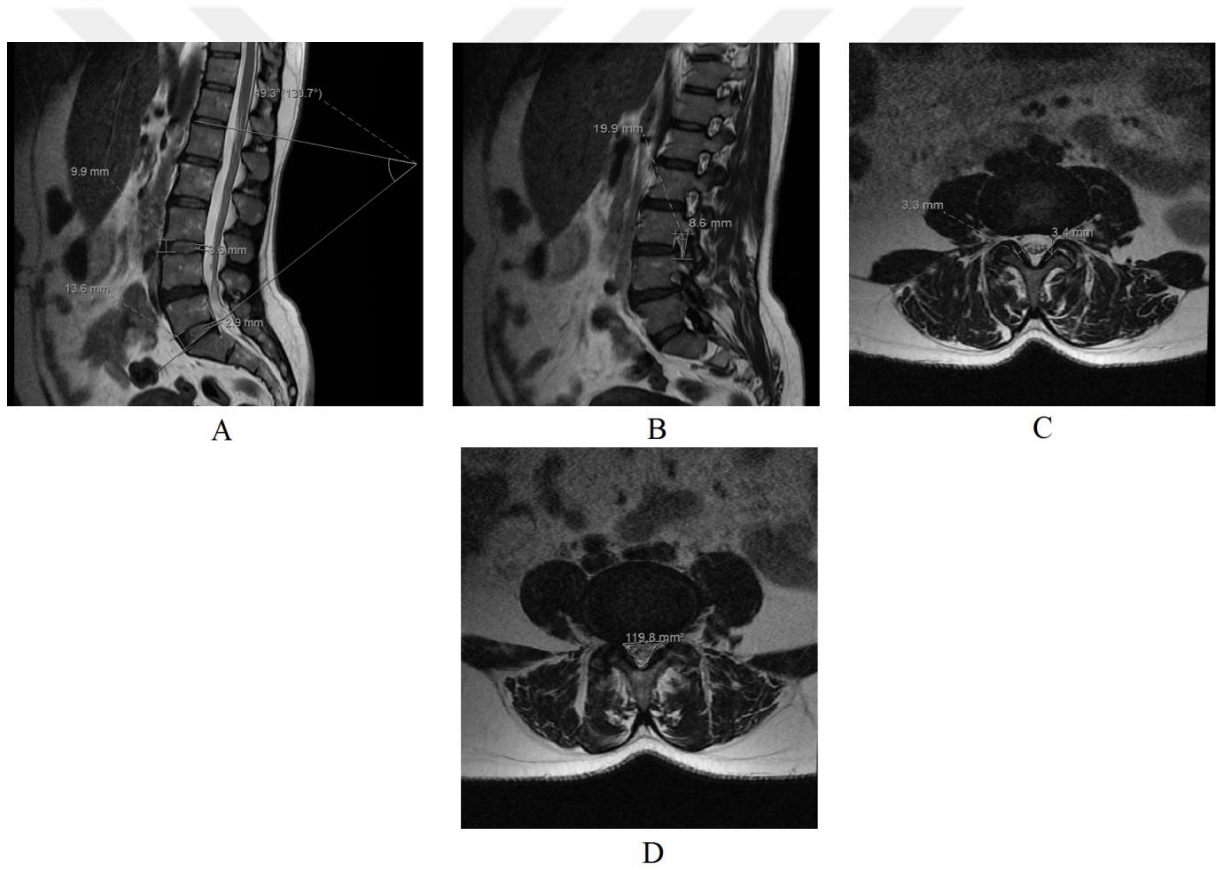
1. Olgunun operasyon sonrası lomber MRG tetkikinde morfometrik ölçümlerine dair örnek görüntüleri. A-Sagittal kesitte disk yüksekliklerinin ölçümleri, B-Sagittal kesitte foramen yükseklik ve genişliklerinin ölçümleri, C-Aksiyel kesitte Ligamentum Flavum kalınlıklarının ölçümleri, D-Aksiyel kesitte darlık görülen mesafede kanal hacmi ölçümleri
